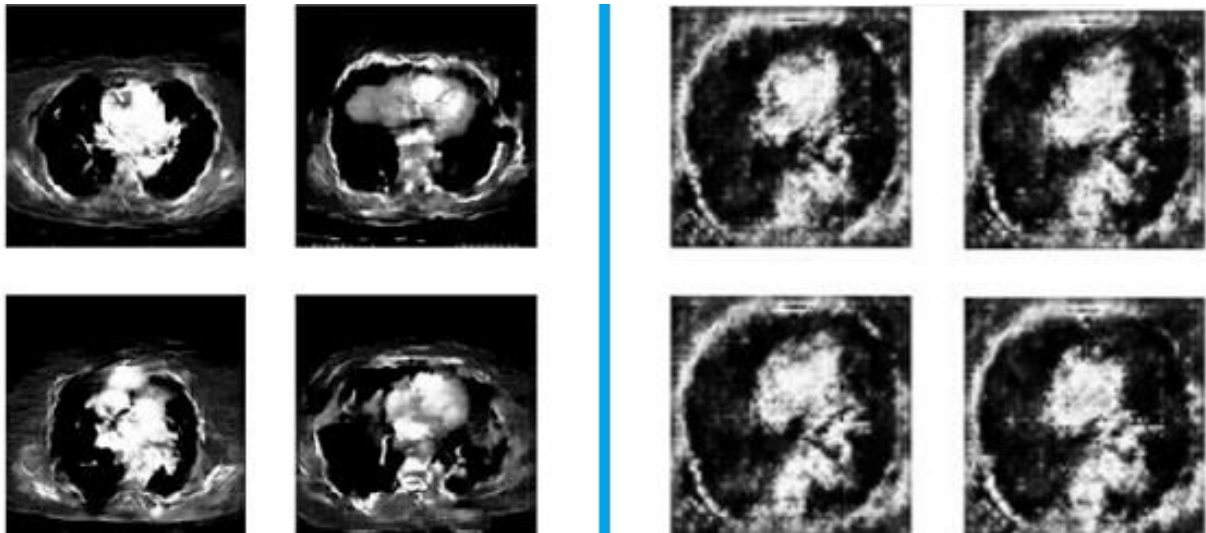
O parte din CT-uri generate pentru Tromboembolism pulmonar.
